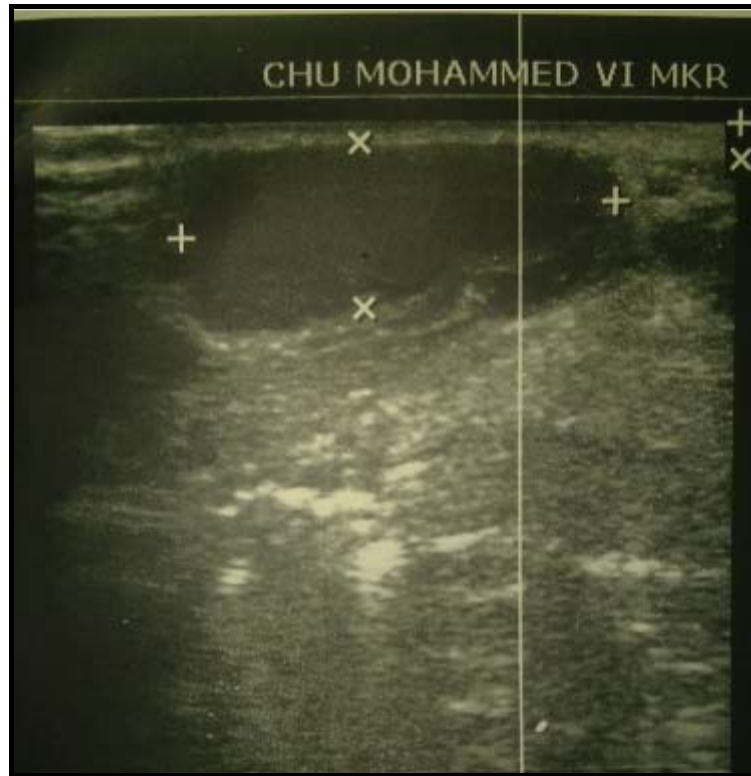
échographie cervicale montrant une image kystique oblongue hypo-échogène bien limitée avec renforcement postérieur
